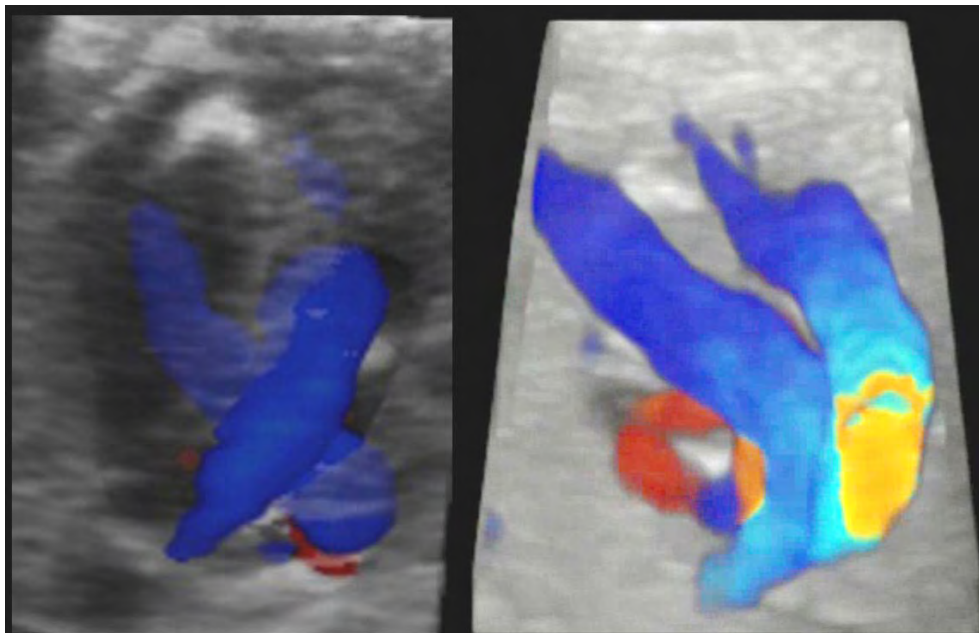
Farb-Doppler kombiniert mit 3D ermöglicht die Darstellung der Blutflüsse in den Herzkammern und Gefäßen. Hier links erkennt man wie im Normalfall die großen Gefäße sich kreuzen, rechts dagegen entspringen die Gefäße aus der falschen Herzkammer und zeigen dann einen parallelen Verlauf.
